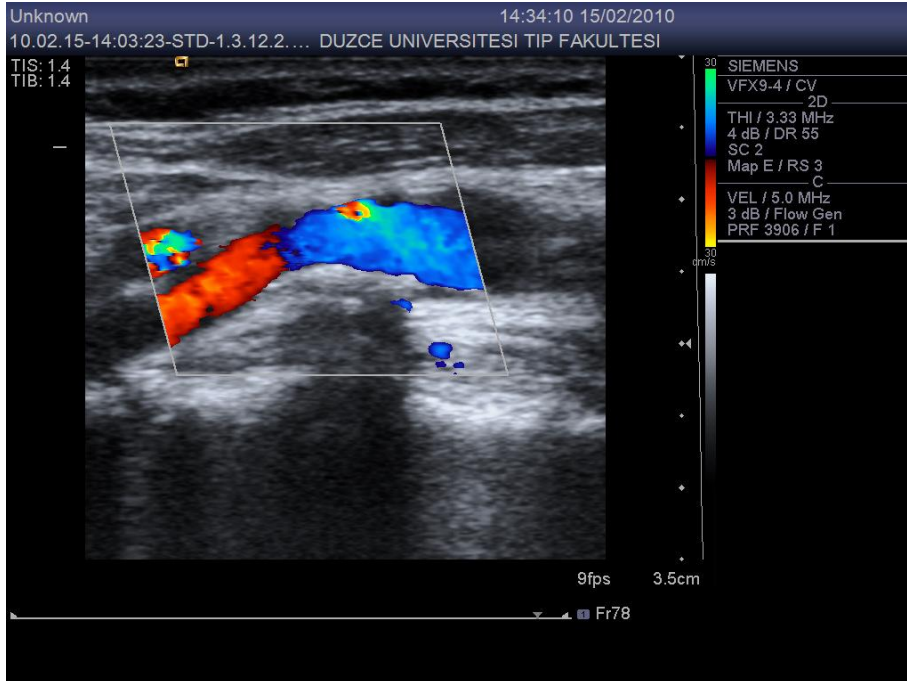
Sol CCA'da ülsere yüzeyli uniform ekolusen (tip-1) plağın B-mod ultrasonografi görüntüsü
